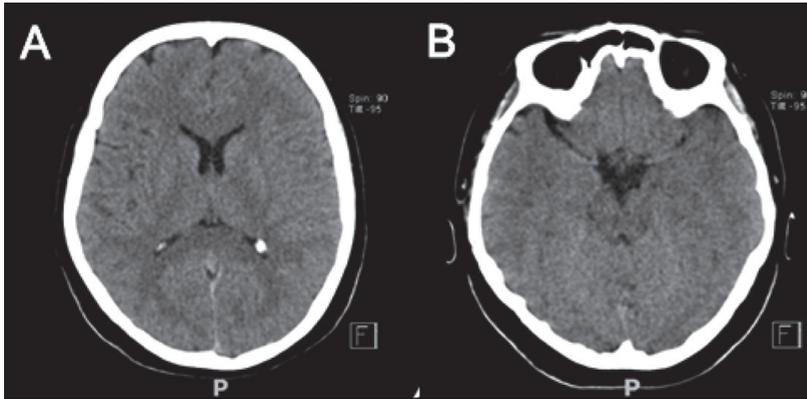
A: Corte axial tomografía de cerebro a nivel ganglios basales; B: Corte axial tomografía de cerebro a nivel lóbulo temporal.
